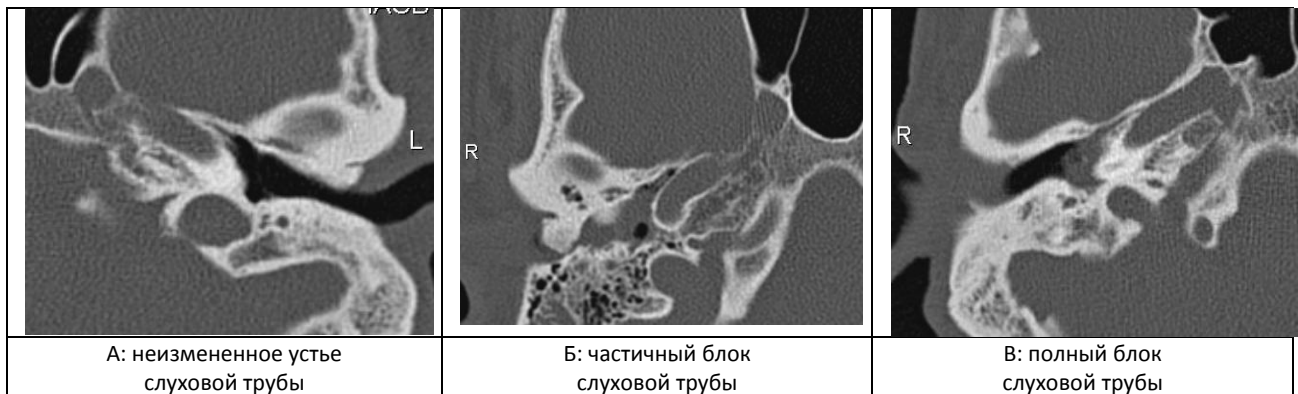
варианты оценки состояния костного устья слуховой трубы при КТ-исследовании, выполненном в аксиальной плоскости
